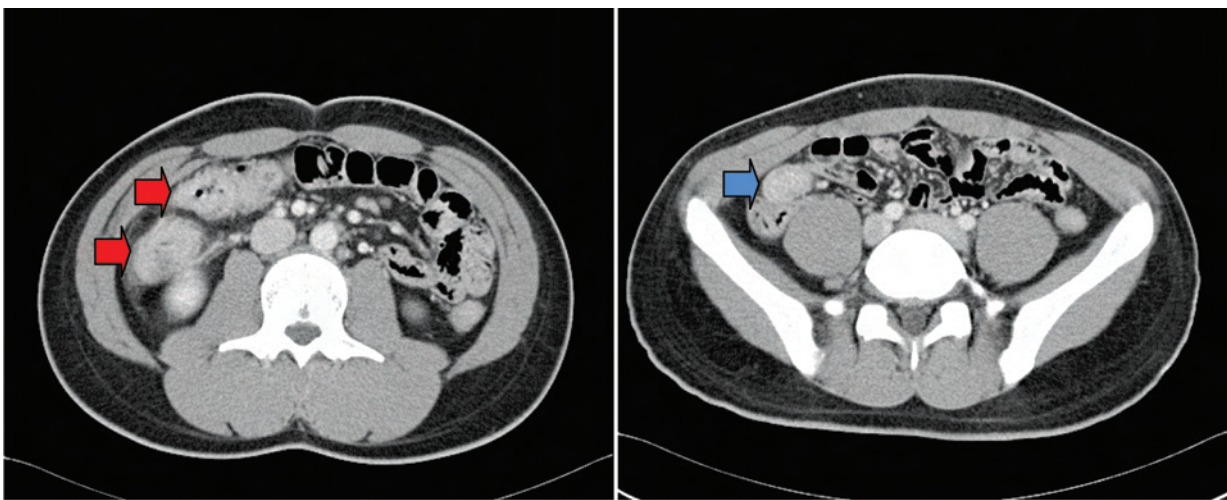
Contrast-enhanced CT scan showed segmental enhancing wall thickening in the (A) ascending colon, transverse colon (red arrow) and (B) terminal ileum (blue arrow).
